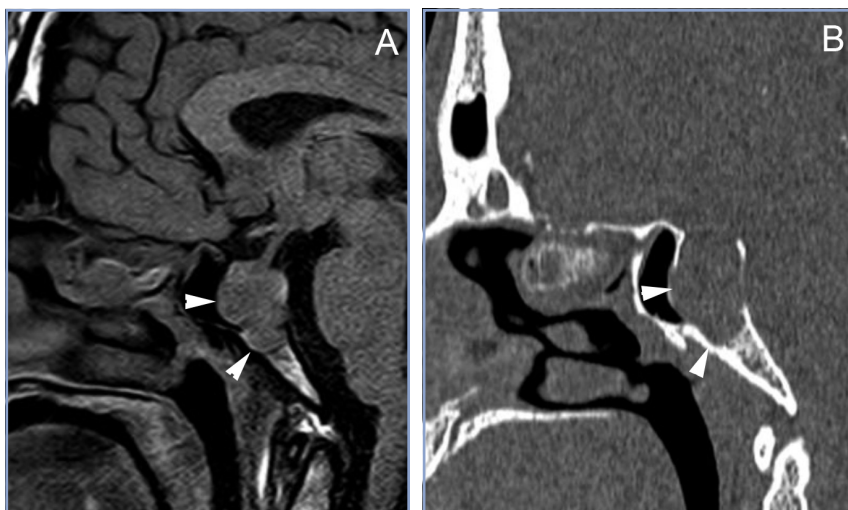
Cortes sagitales de RM y TAC. Adenoma pituitario con invasión del esfenoides y del clivus (puntas de flecha). Es posible demostrar las estructuras óseas en RM con similar precisión que la TAC.
